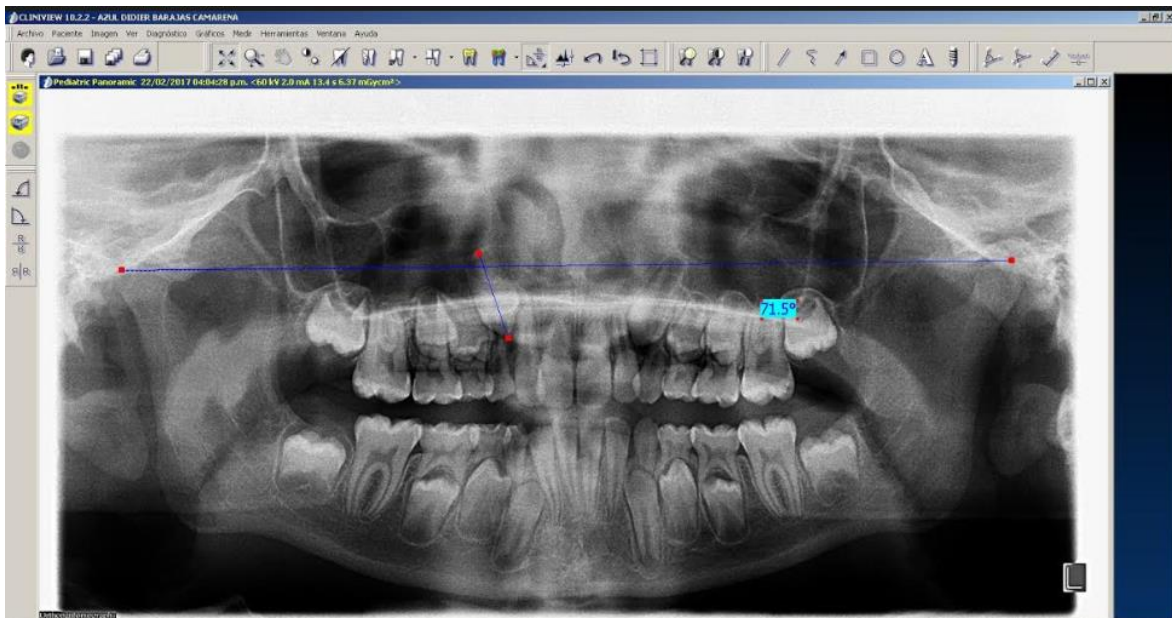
Trazado de radiografía panorámica con programa Clinic View del análisis de Warford.
